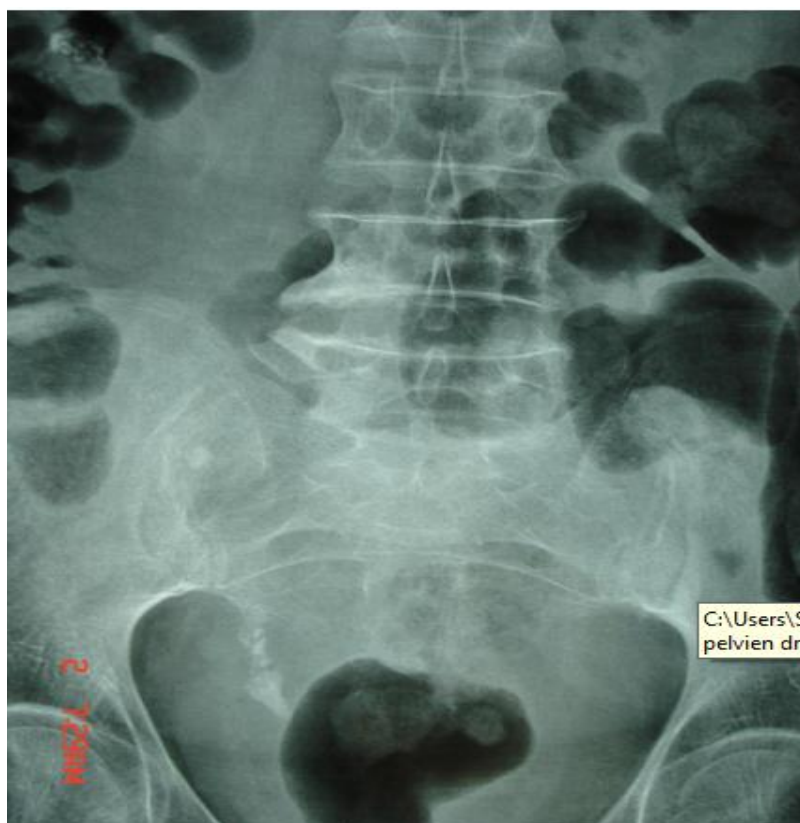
Radiographie de l'arbre urinaire sans préparation montrant une lithiase de l'uretère pelvien droit (Service d'Urologie du CHU Hassan II de Fès).
